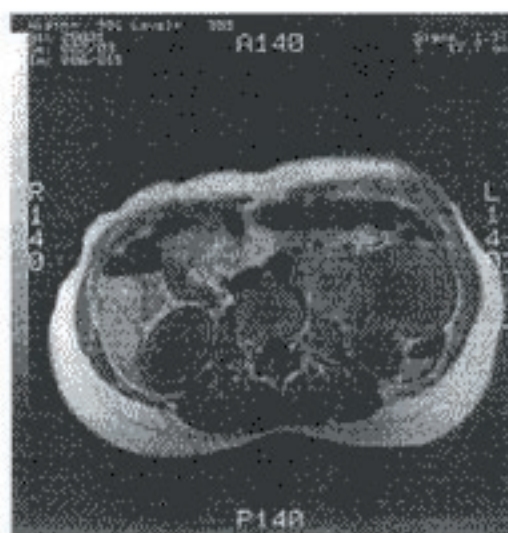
Ressonância nuclear magnética do abdome, com aquisição em peso T₁ mostrando imagem semelhante à tomografia.
